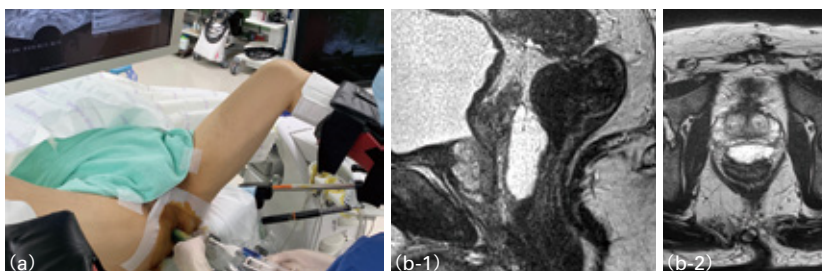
SpaceOARによるハイドロゲルの注入手技(a)と留置後のMRI画像(b)
